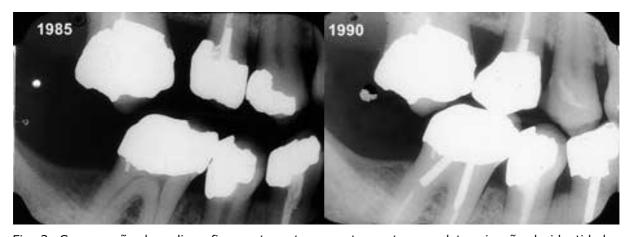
Comparação de radiografias *post-mortem* e *ante-mortem* na determinação da identidade. Adaptado de Pretty e Sweet, 2001.
